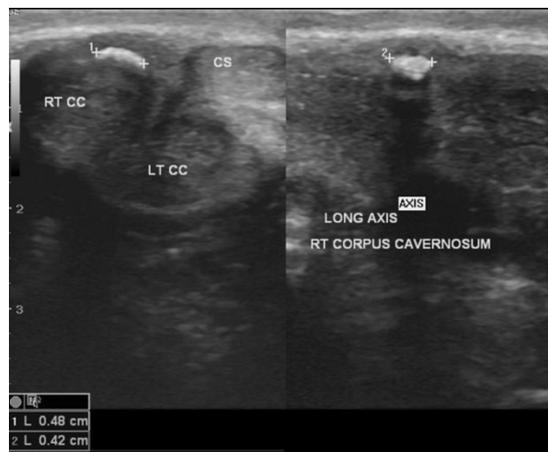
Ecografía peneana en la que se observa placa calcificada que afecta a cuerpo cavernoso derecho, compatible con enfermedad de Peyronie (23)
